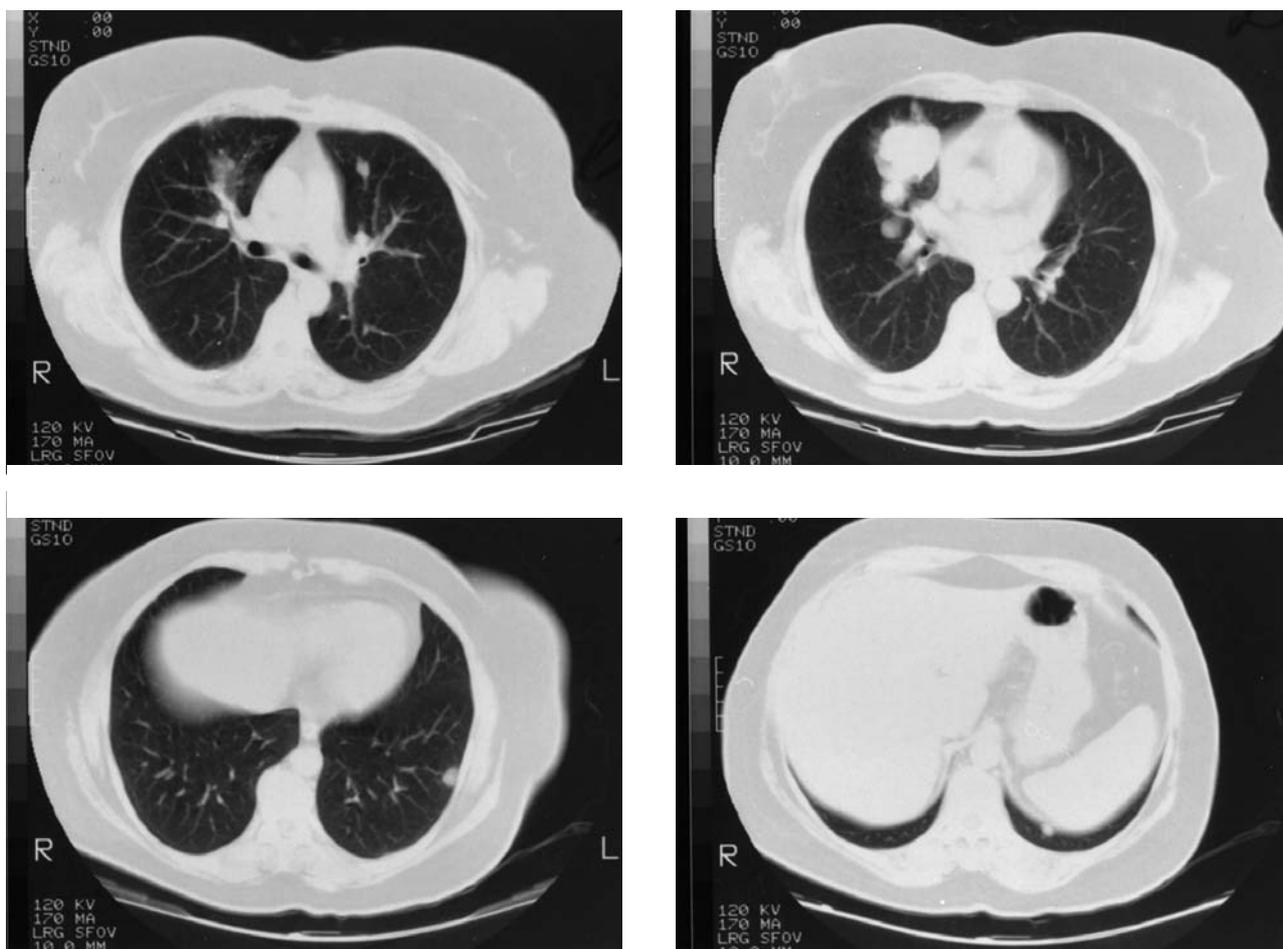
Tomografía axial computerizada (TAC) torácica en la que se muestran múltiples metástasis pulmonares bilaterales de un carcinoma de glándulas sudoríparas.
